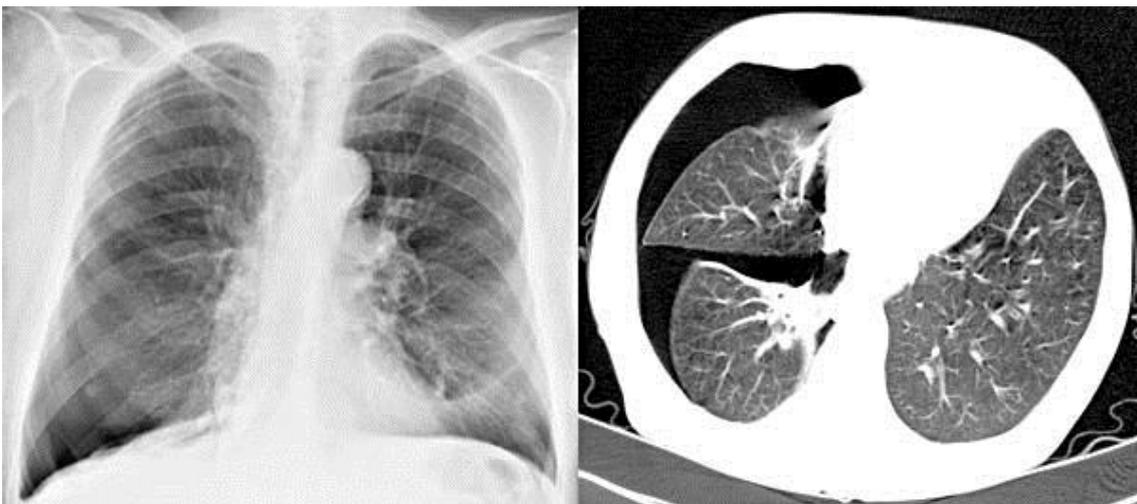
Röntgenthorax ap und CT Thorax mit PTX rechts im Vergleich
